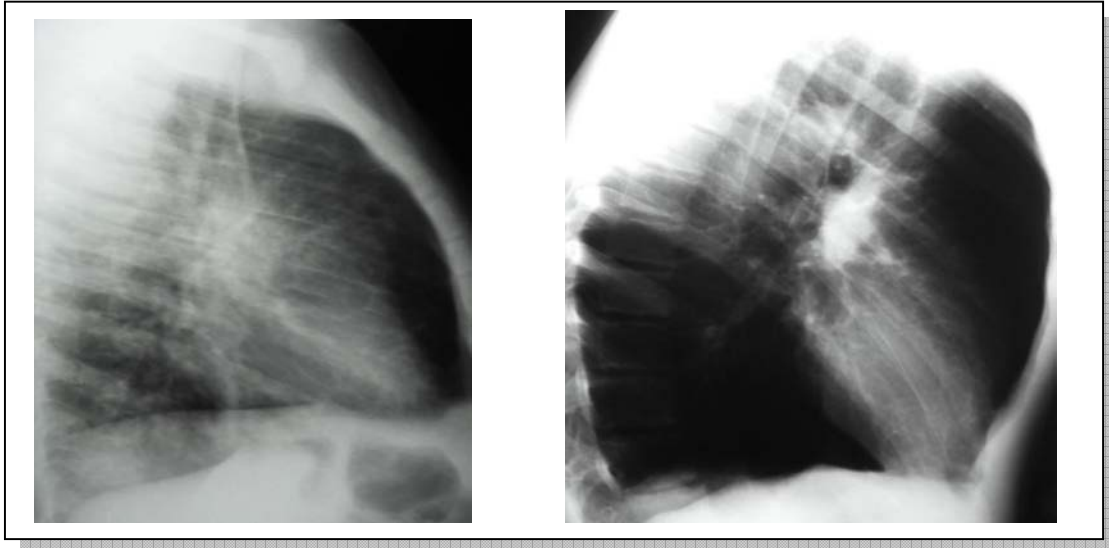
Radiografia do estudo anterior do paciente número 15 mostrando aumento do ar retroesternal
